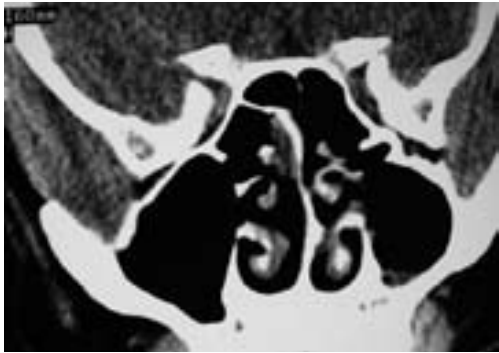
TC eseguita dopo sei mesi, l'accesso endoscopico ha permesso una completa escissione del tumore
